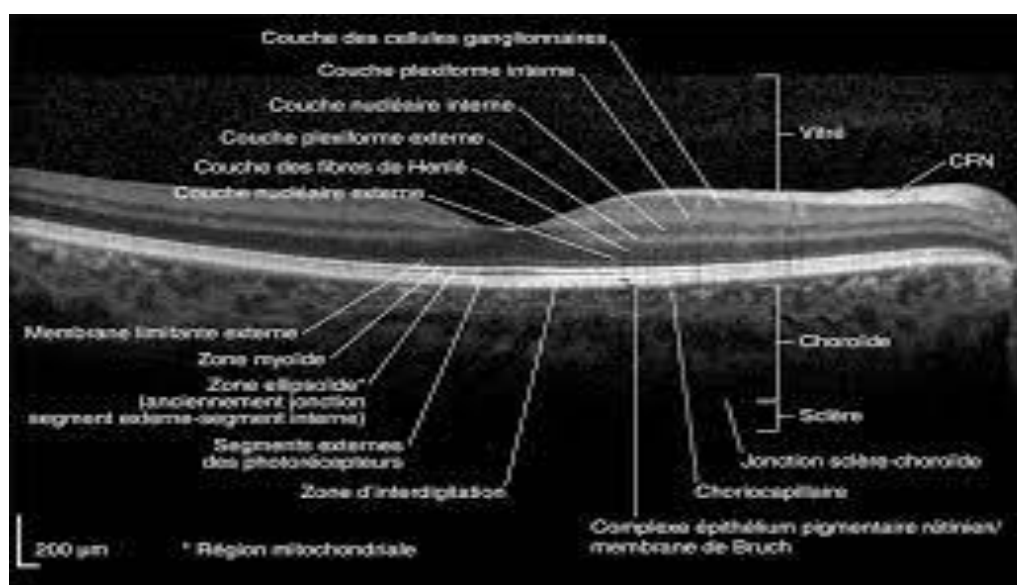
Image Tomographique [30].
